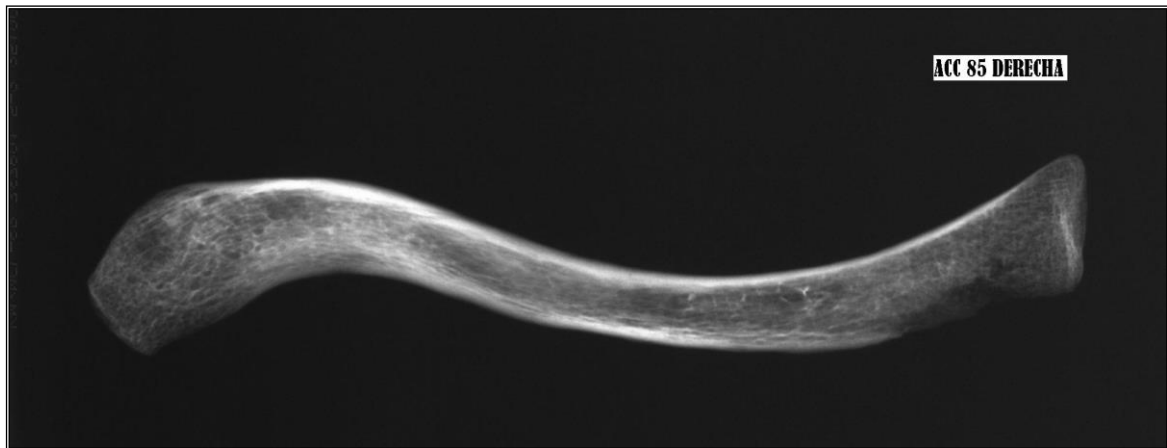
Radiografía de clavícula derecha. Varón de 42 años.
